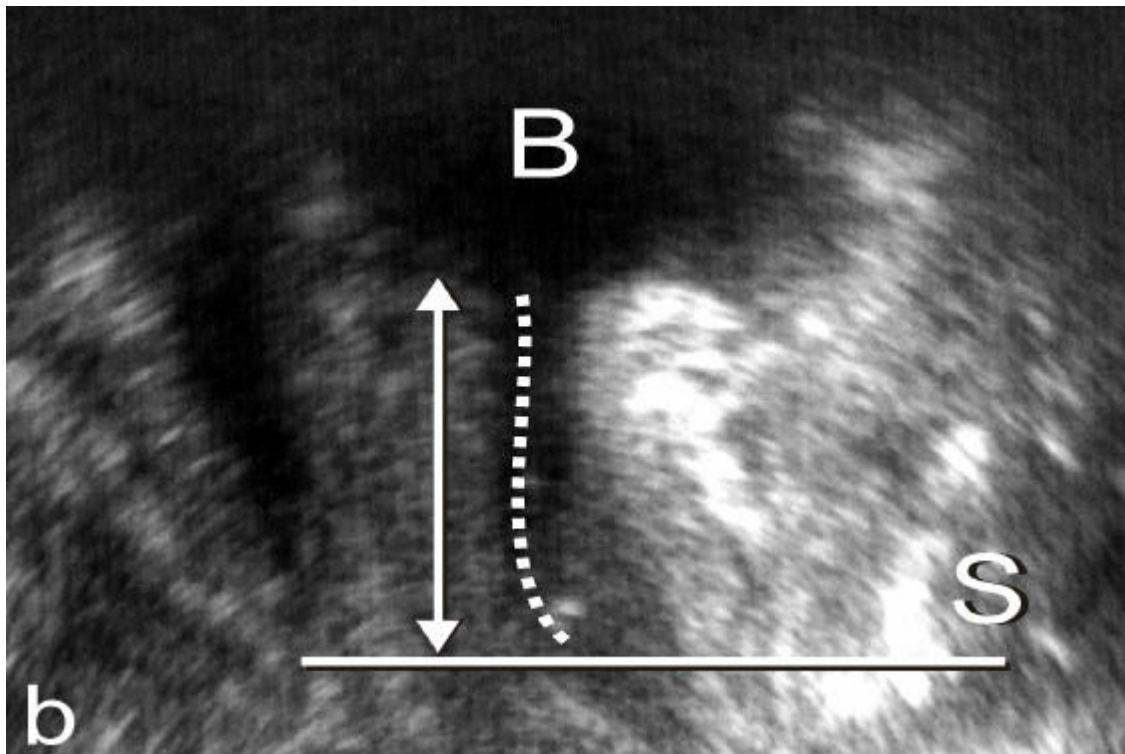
Introitussonographische Aufnahme in Ruhe
